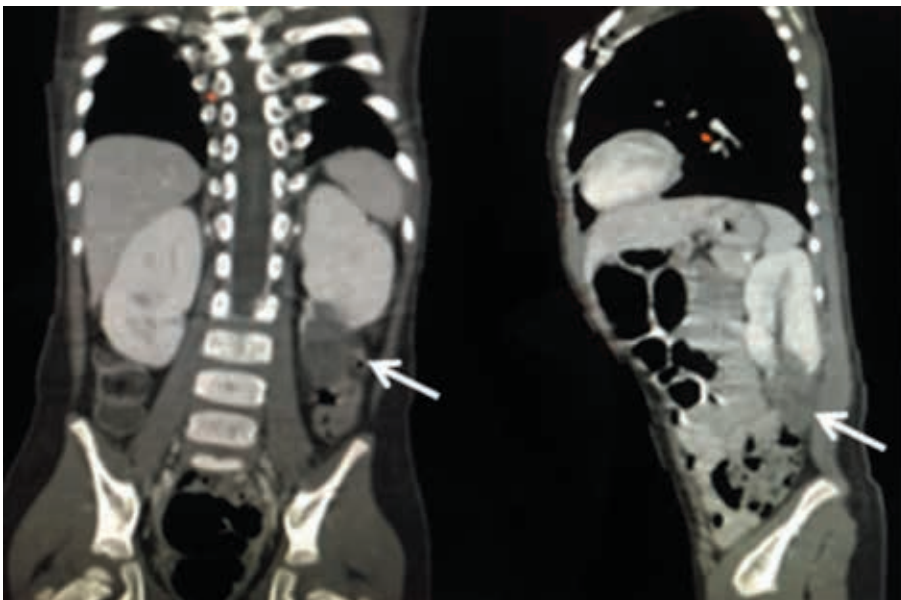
Imagen de tomografía computarizada abdominal del caso 2. Flechas blancas muestran lesión que compromete el polo inferior del riñón izquierdo sin extenderse al hilio renal ni al sistema colector.
